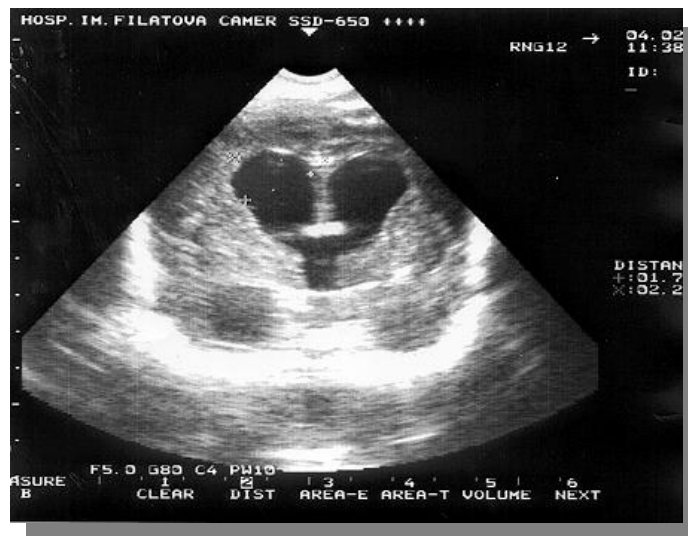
УЗИ исследование головного мозга. Врожденная гидроцефалия.
